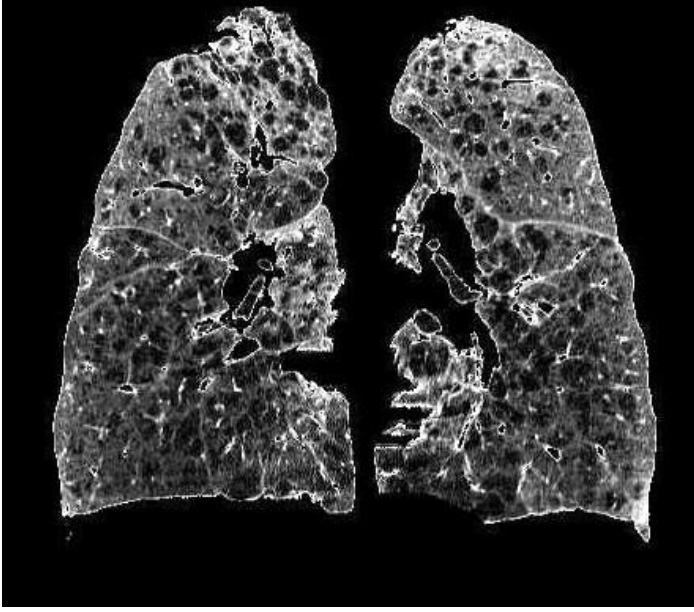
Sentrilobüler amfizemin Bilgisayarlı Tomografi görüntüsü
